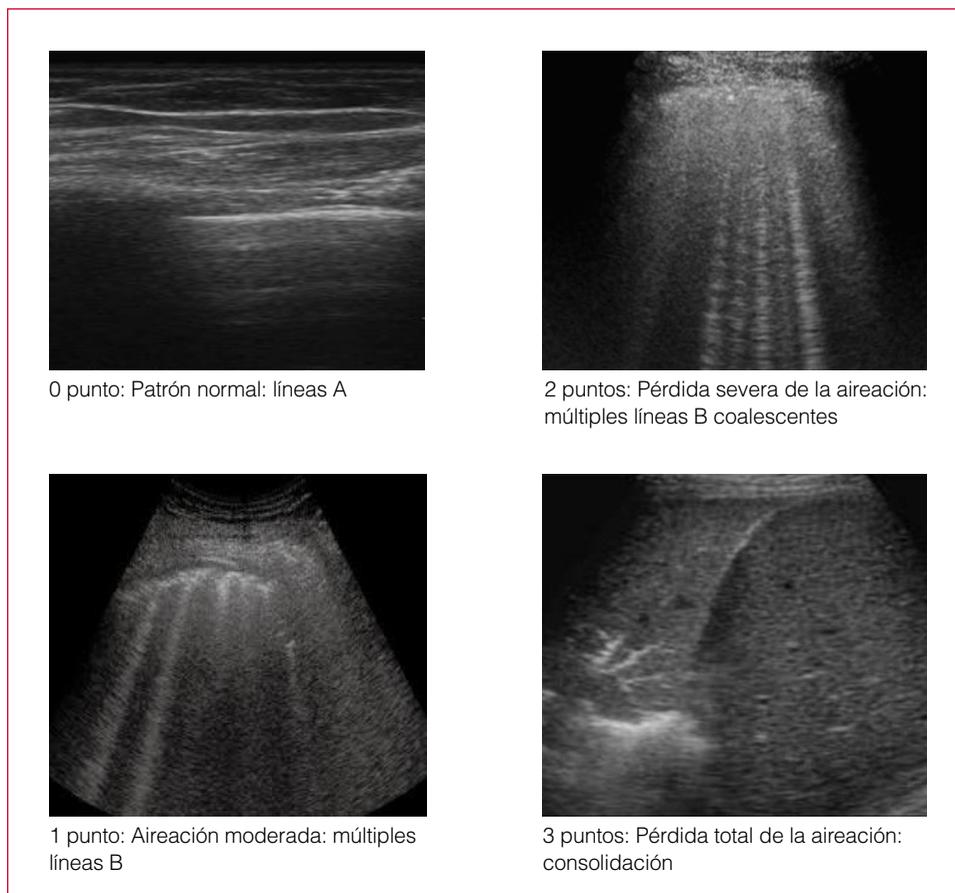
Patrones de ultrasonido.
